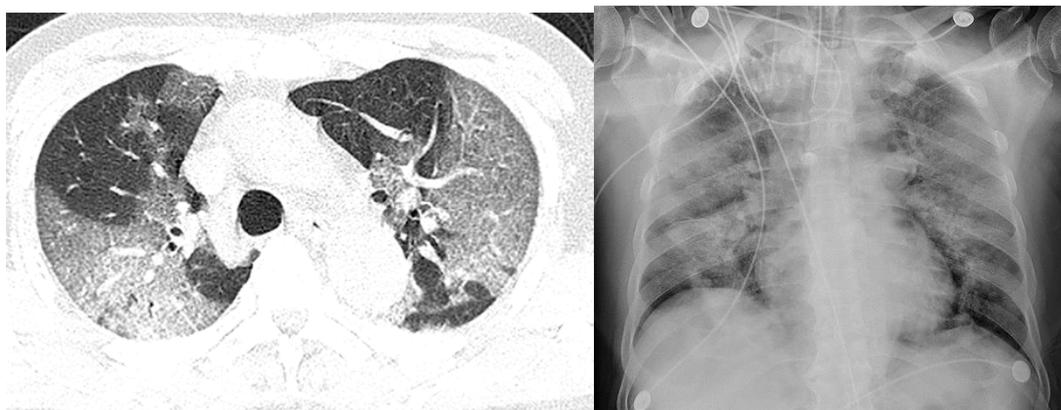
71-летний мужчина. (а) КТ 21.01.2020 г. – участки уплотнения легочной ткани альвеолярного (верхняя правая доля) и интерстициального (симптомы «матового стекла», «бульжной мостовой») (верхняя доля левого легкого) характера; пятнистые, очаговые, округлые перибронховаскулярные и субплевральные уплотнения. (б) Через два дня нарастание протяженности «матового стекла» (с). Рентгенограмма грудной клетки на 6-й день после поступления (д) - нарастание двусторонних альвеолярных изменений в ядерных отделах [81].
